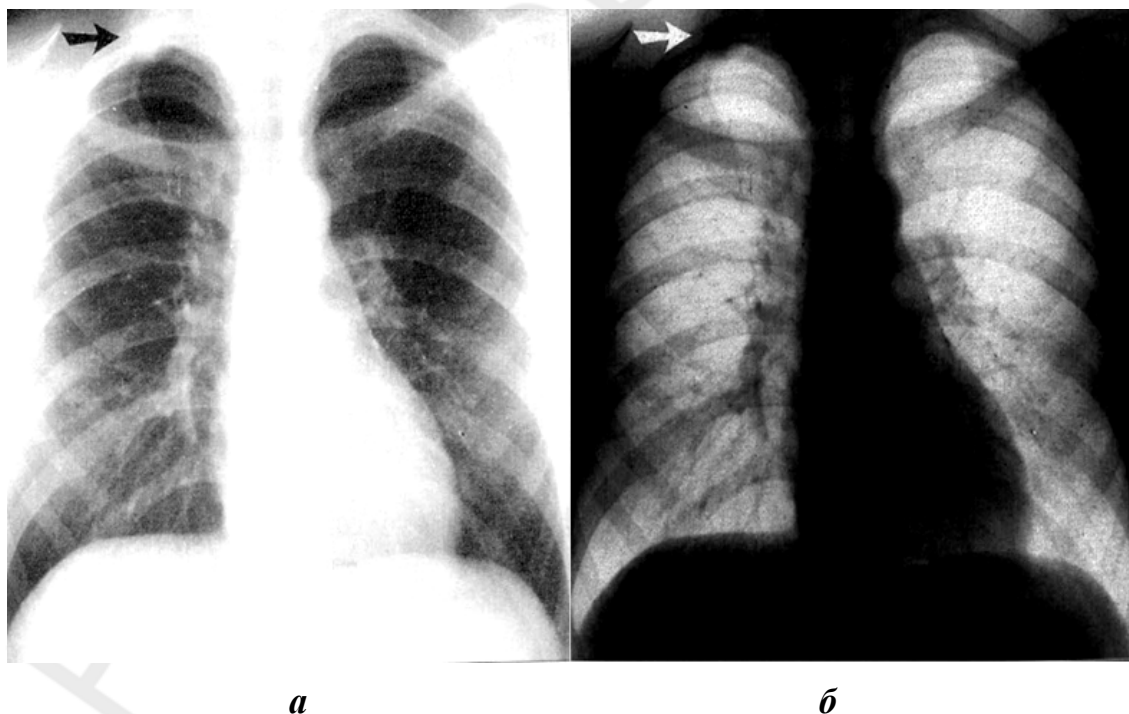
Рентгеновское изображение органов грудной полости:
